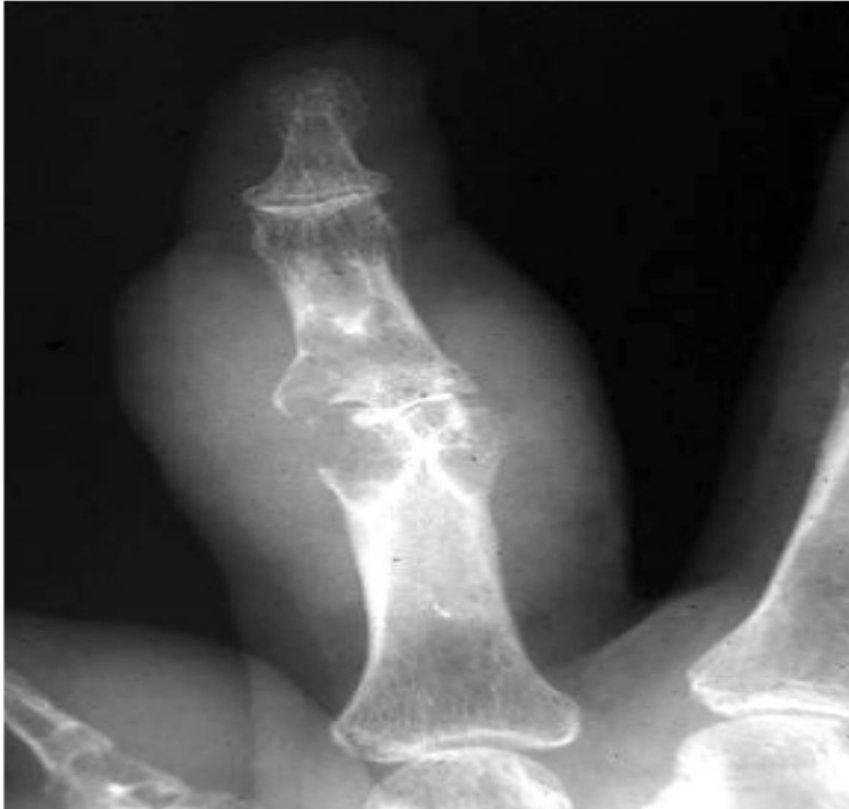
Goutte chronique tophacée de l'interphalangienne proximale, avec les aspects érosifs typiques aux radiographies.
